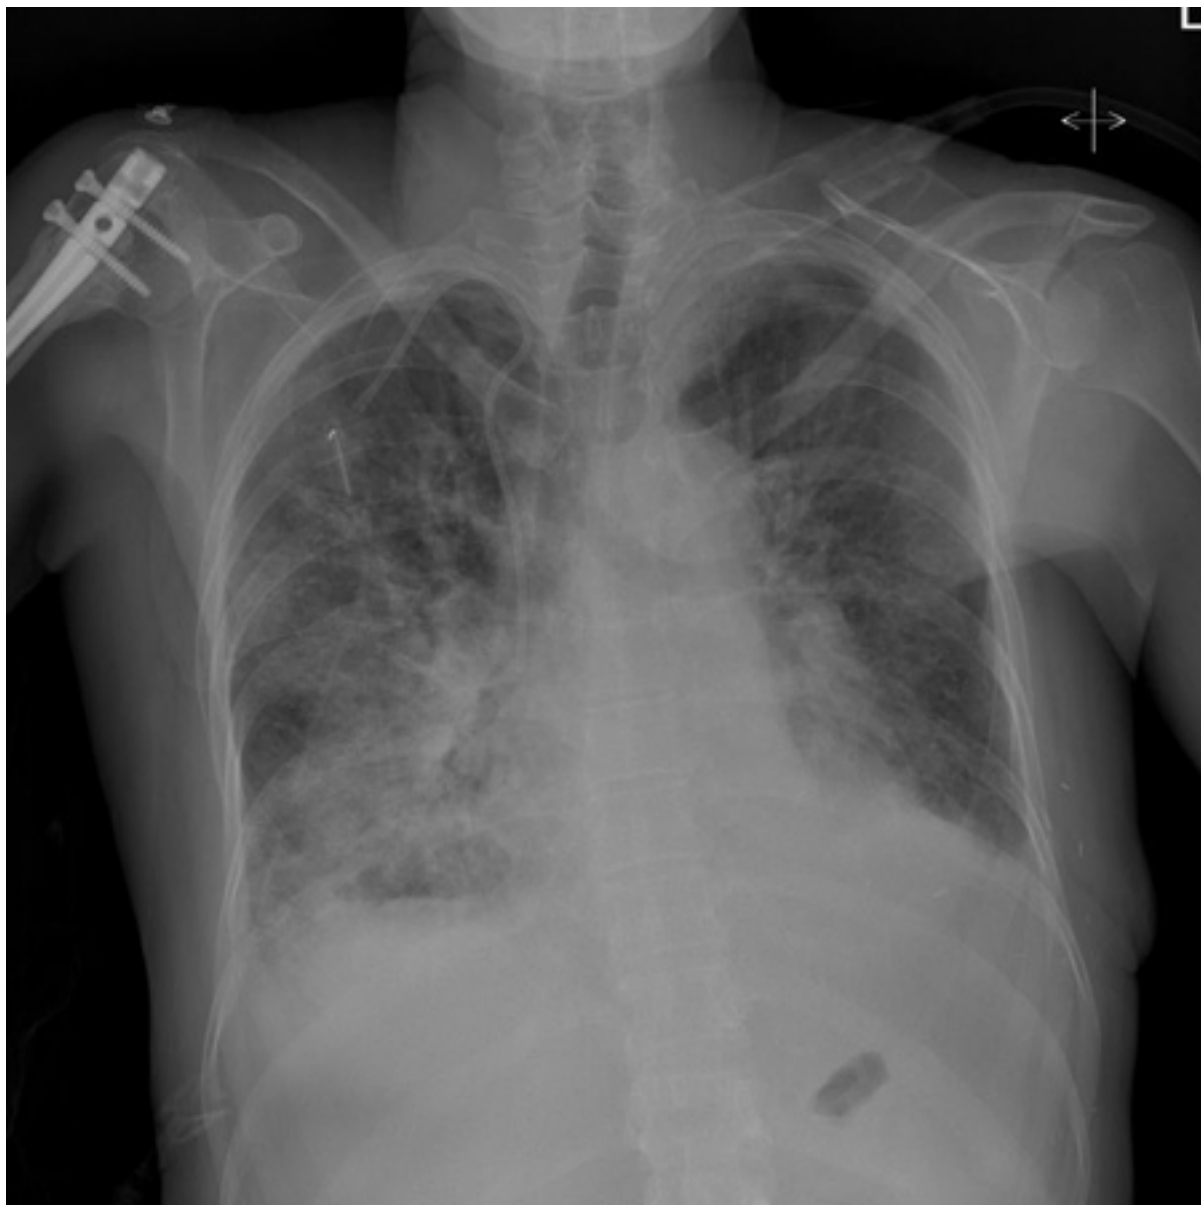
Radiografia torácica mostrando edema pulmonar agudo com marcadores alveolares aumentados e derrames pleurais bilaterais
